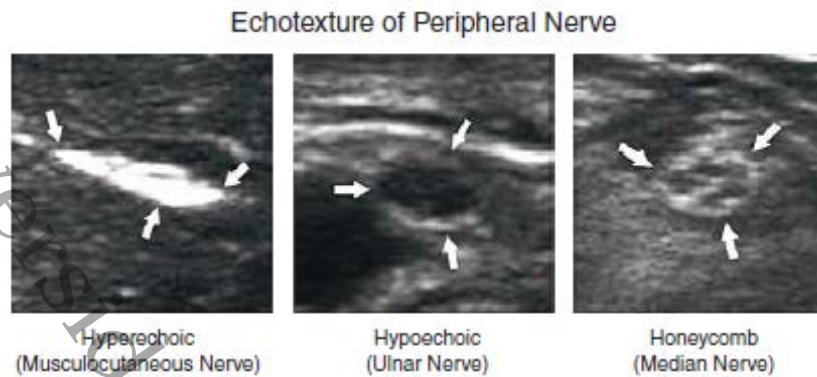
Ecotextura de los nervios periféricos (Reproducido con permiso de Hadzic A (2011). Hadzic's Peripheral Nerve Blocks and Anatomy for Ultrasound-Guided Regional Anesthesia, New York: McGraw-Hill, Inc.).
